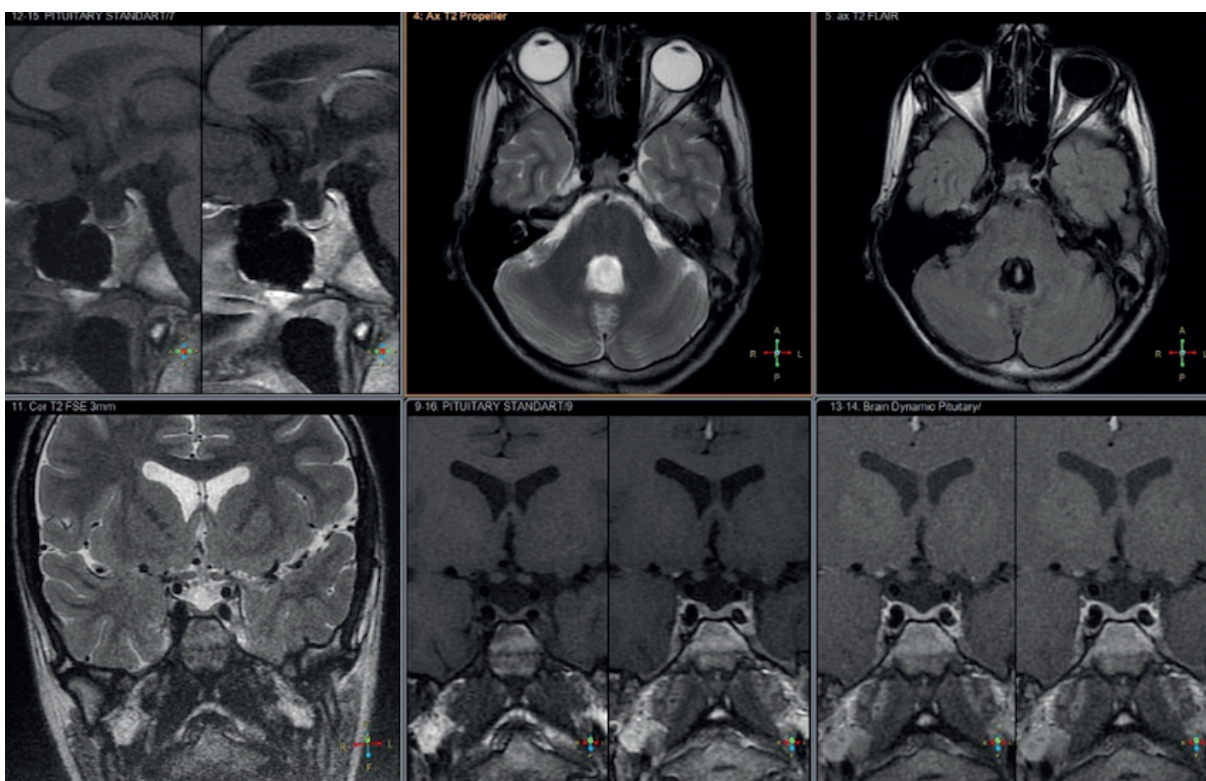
МРТ головного мозга и гипофиза с контрастированием (Пациент И., 15 лет 7 мес.)
